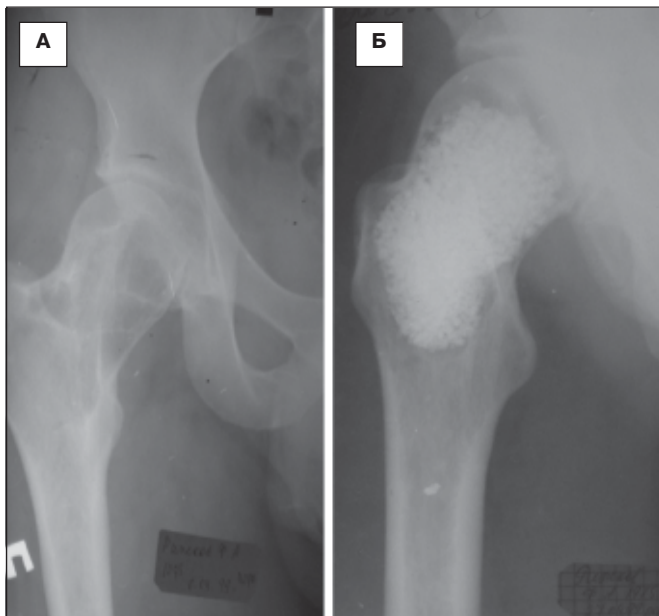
Хворий Р. А) рентгенограма хворого з ГПП проксимального відділу стегнової кістки, Б) рентгенограма хворого через 9 років, стан після внутрішньокісткової резекції та пластики дефекту стегнової кістки керамічним матеріалом на основі ГА та ТКФ.
